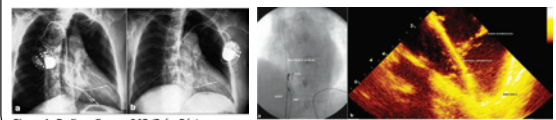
Radiografias em OAG (Pré e Pós)
